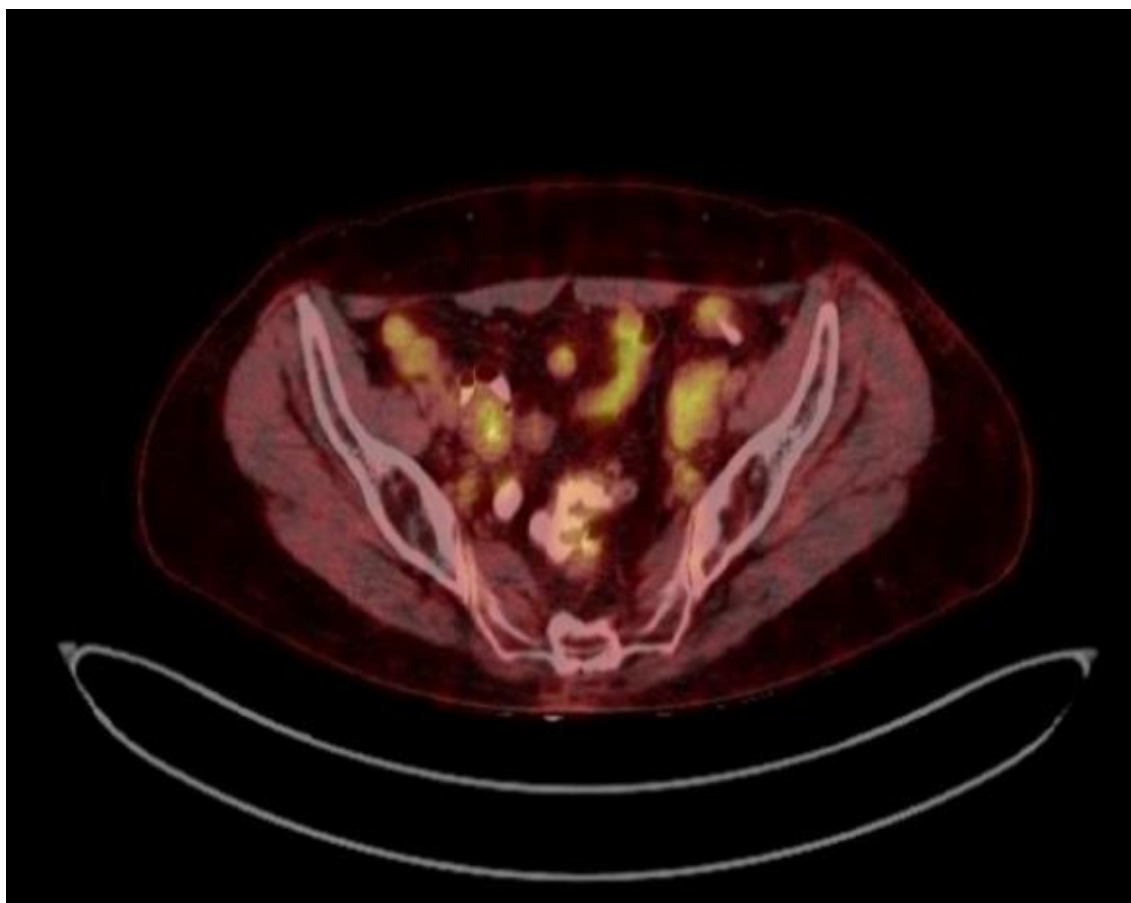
PET posterior a la re-estadificación con disminución de las medidas.
